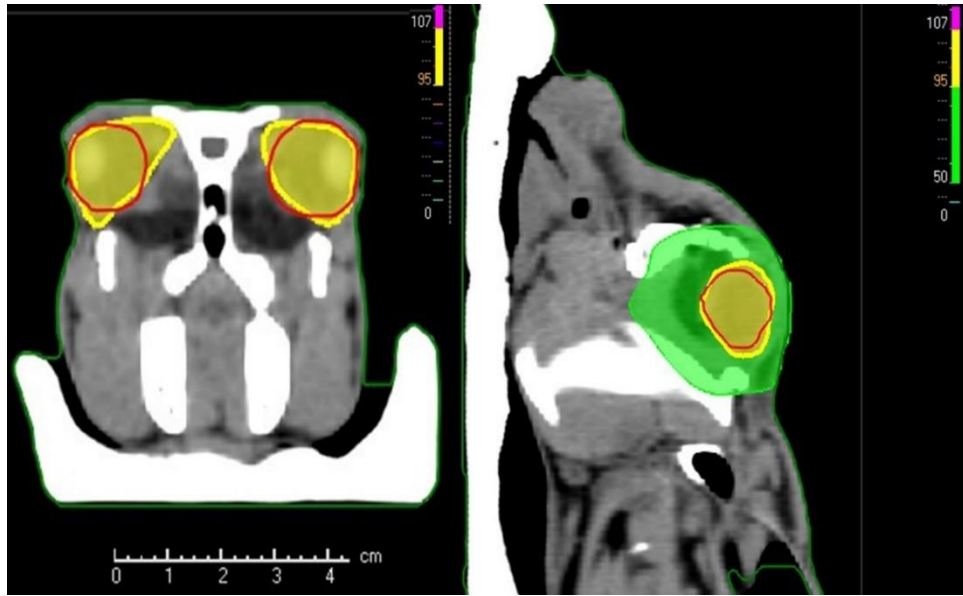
Simülasyon bilgisayarlı tomografisi çekimi
